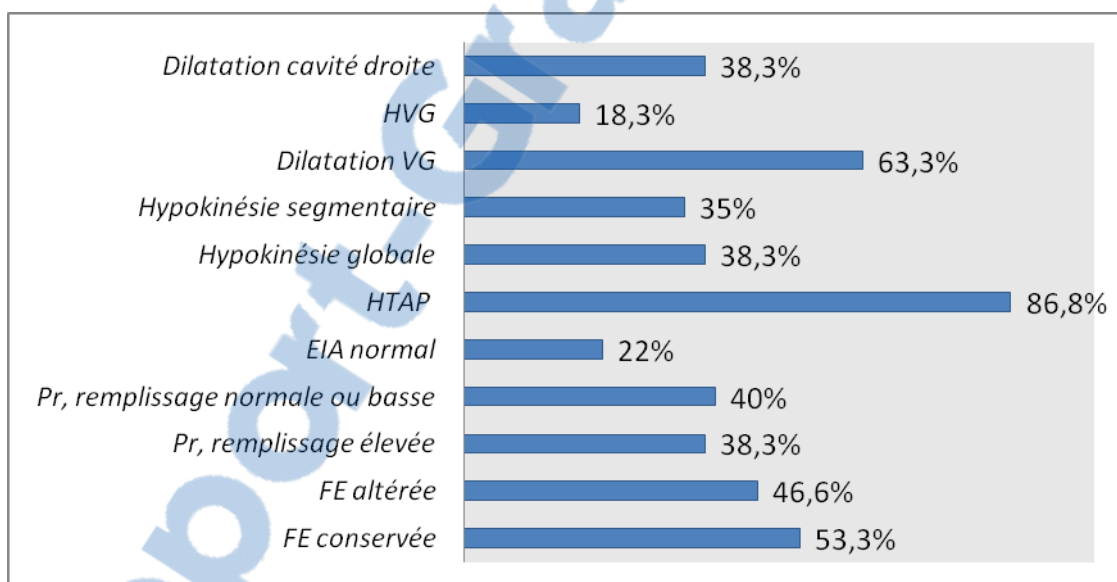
Résultats de l'échocardiographie
